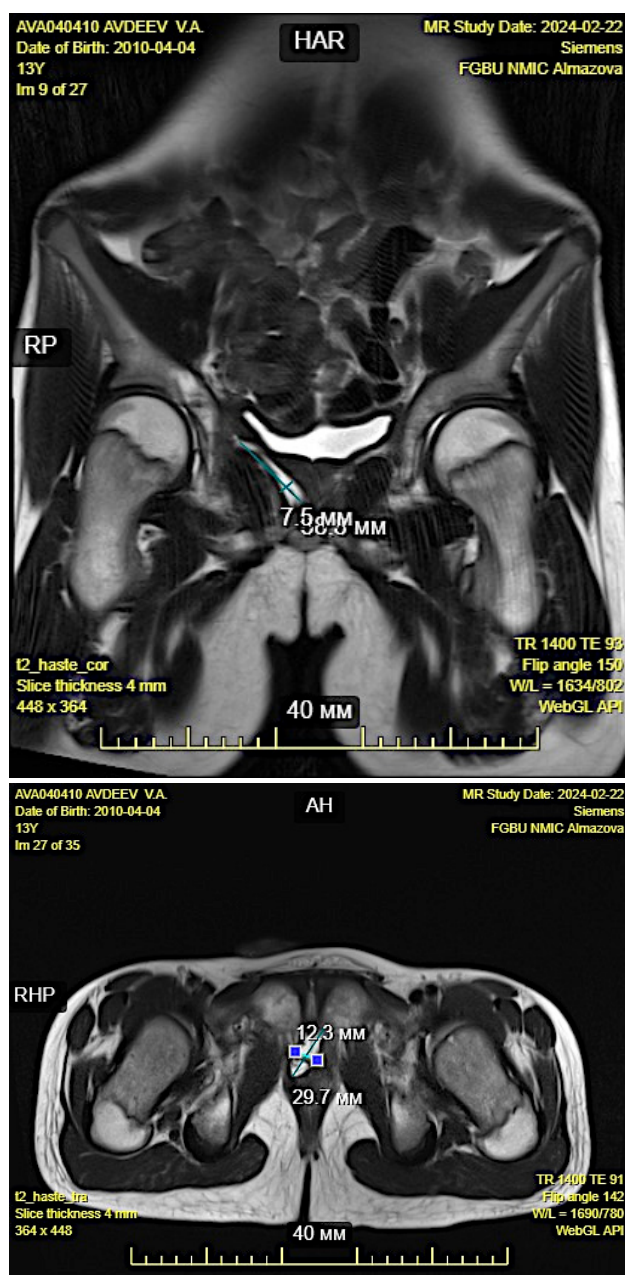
МР-томограммы с изображением остаточной опухолевой ткани, прилежащей к простате и мочевому пузырю (размеры указаны)
